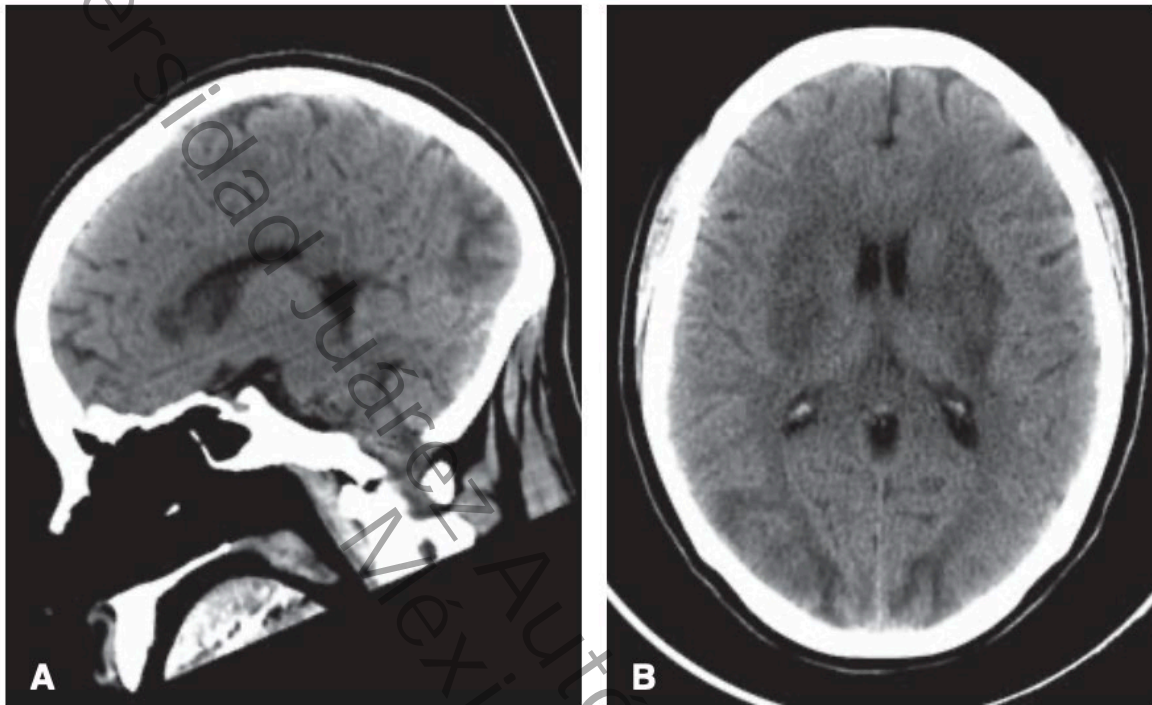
a y b. Tomografía computarizada de cráneo simple, plano sagital y axial. Hipodensidad subcortical occipitotemporal bilateral, simétrica en núcleos lenticulares, cápsula interna y externa y en el esplenio del cuerpo calloso.¹⁸
